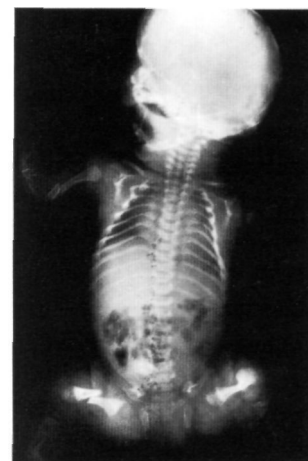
Radiografía de un recién nacido donde se observan múltiples fracturas (fémures, tibias, húmero, clavícula y costillas). Diagnosticado de osteogénesis imperfecta tipo III.
